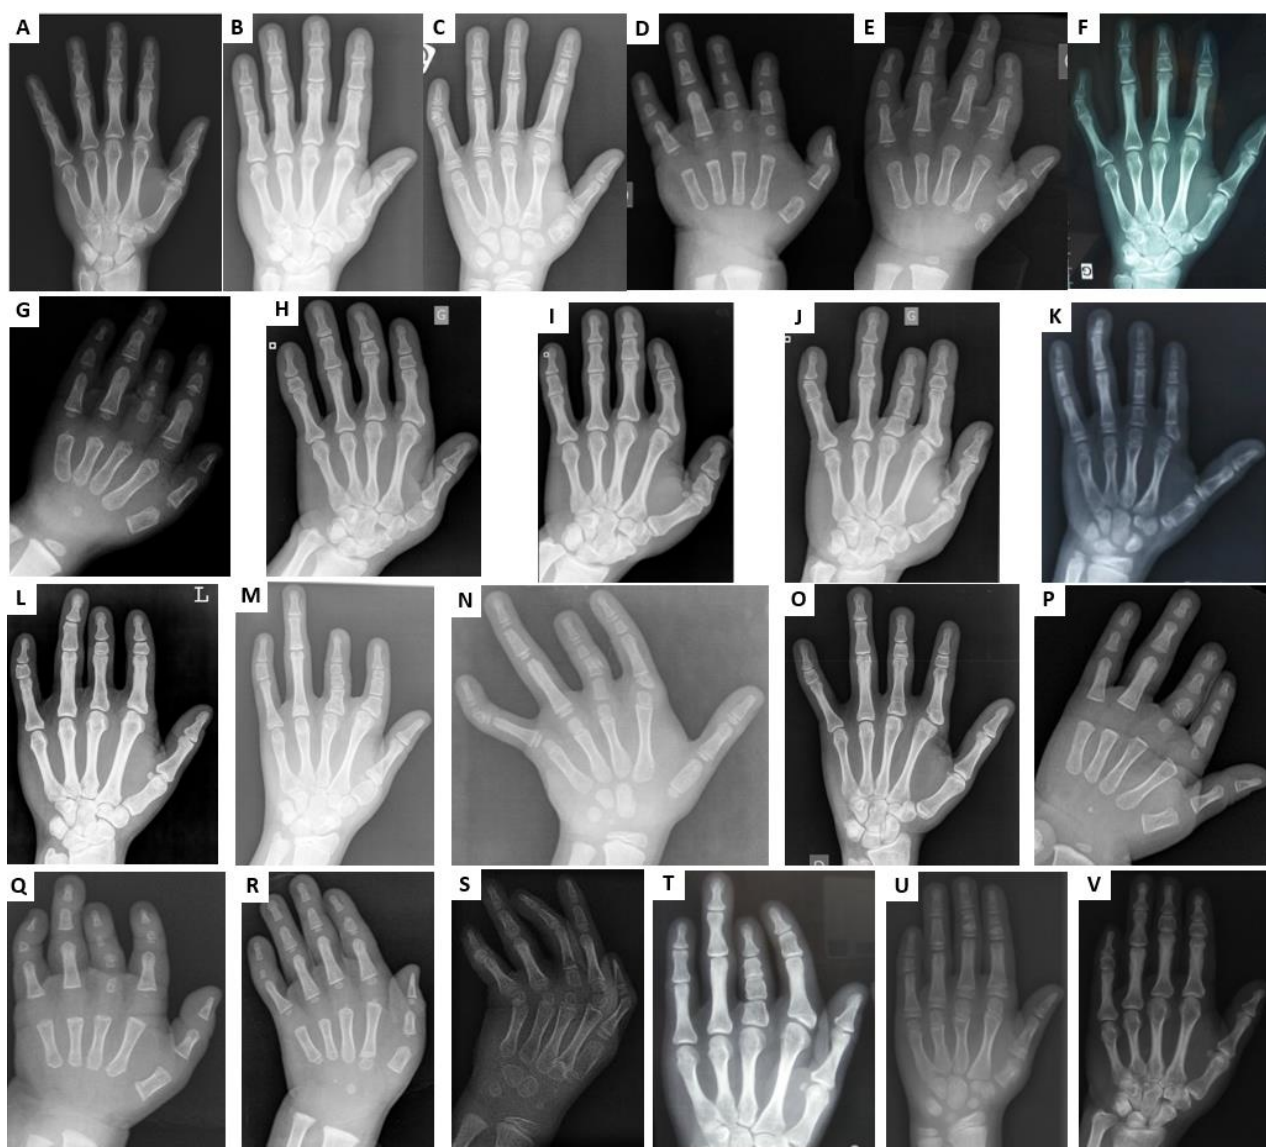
Radiographie de la main gauche de différents patients de la cohorte.
